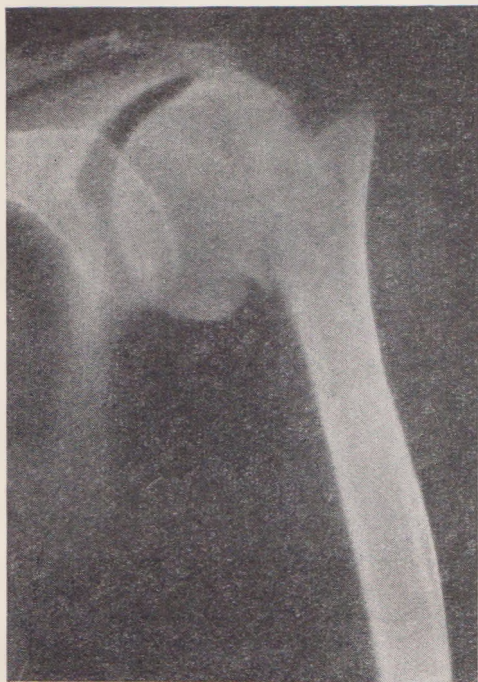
Рентгенограмма перелома хирургической шейки плечевой кости.
